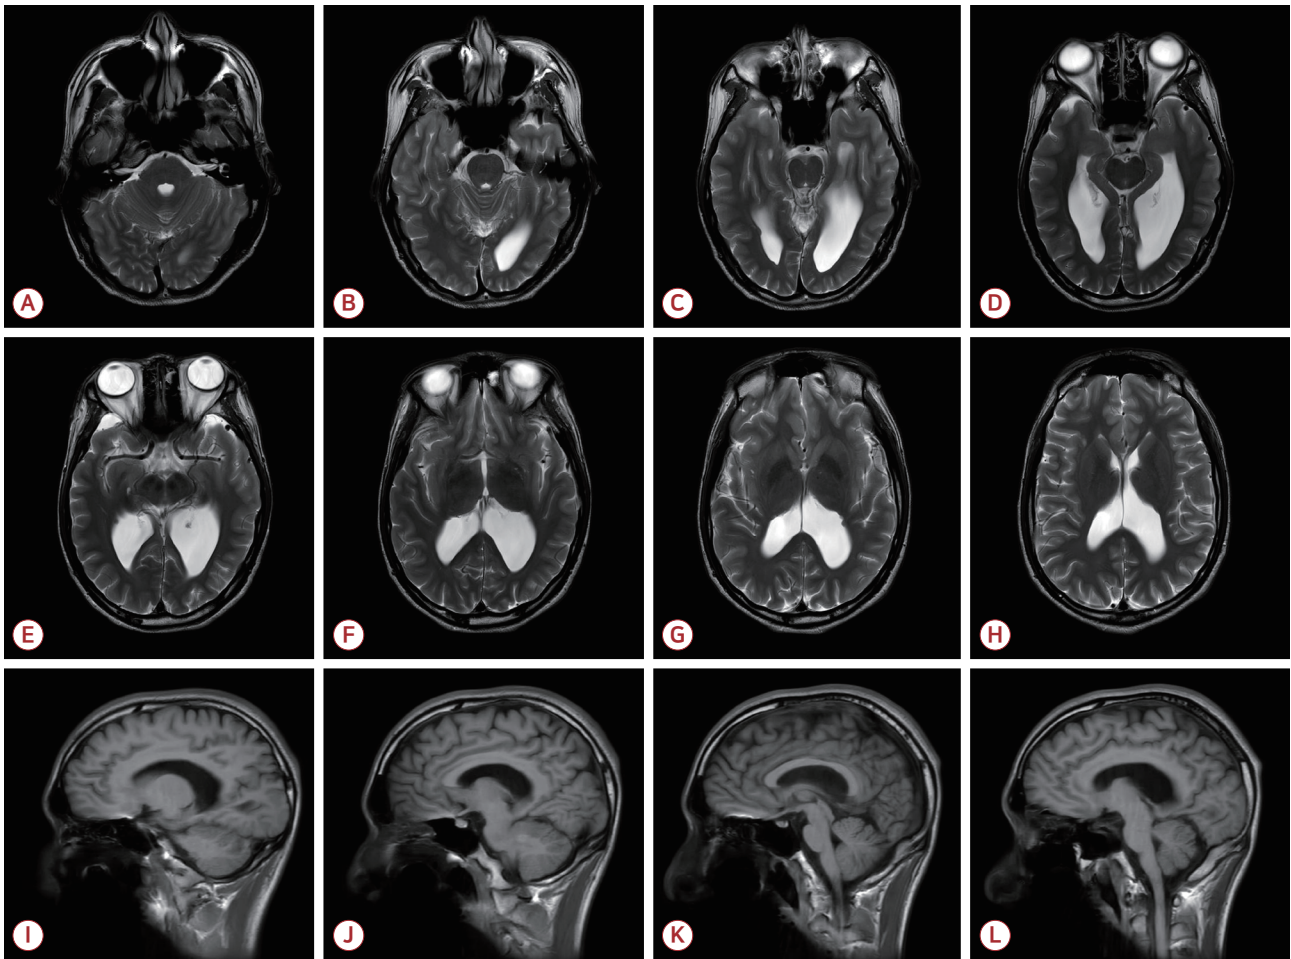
Axial T2-weighted images (A-H) and sagittal T1-weighted images (I-L) from the brain MRI. They revealed bilateral colpocephaly along with incomplete formation of the splenium and rostrum of the corpus callosum. Additionally, subependymal heterotopia was observed in the left lateral ventricle. MRI, magnetic resonance imaging.
